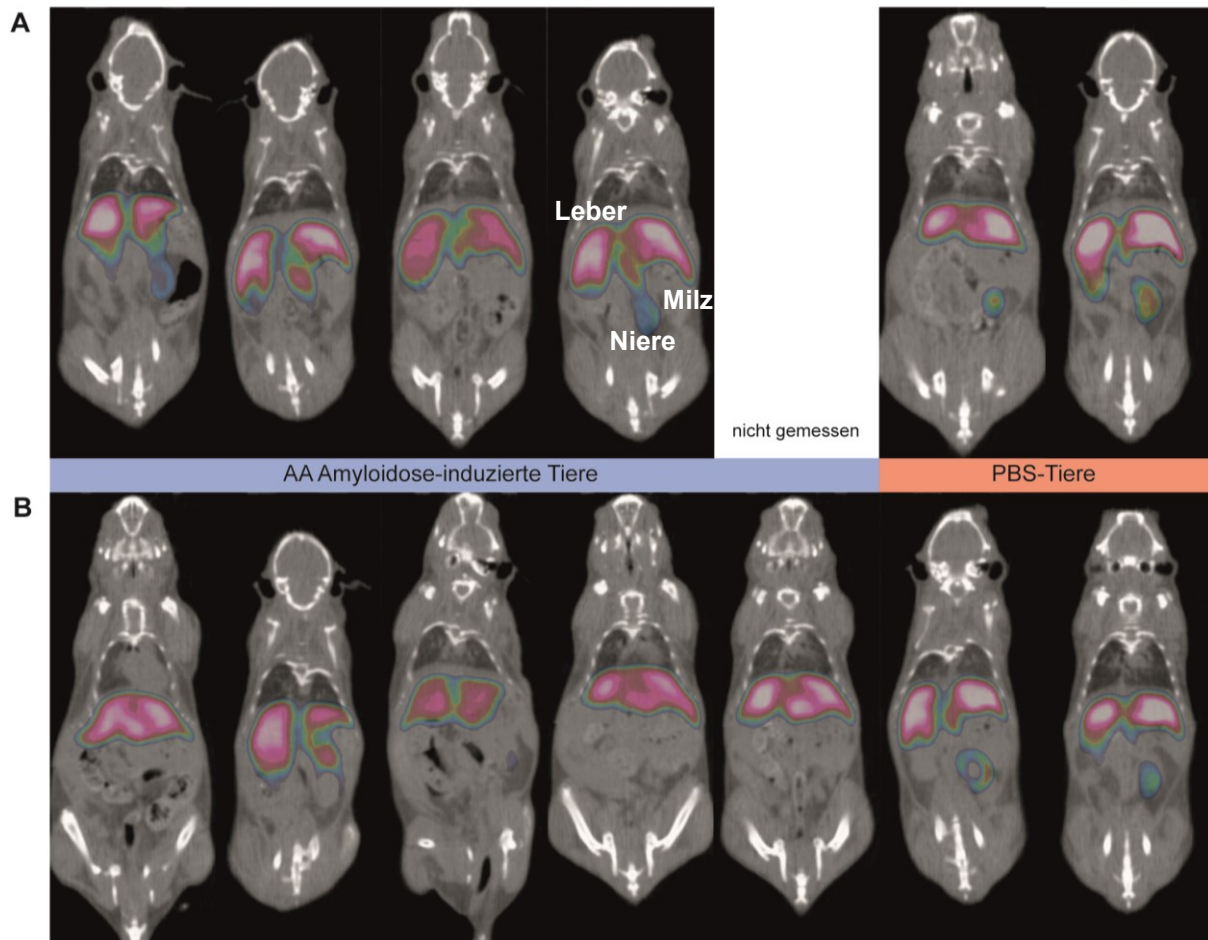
PET/CT-Messungen zur Darstellung der Verteilung des radioaktiven B10B10 in AA-Amyloidose-induzierten Mäusen und PBS-Mäusen. Den Tieren wurde mit ^{89}Zr -markierter B10B10 injiziert und zum Zeitpunkt 24 h (A) und 48 h (B) p.i. vermessen. Es konnten keine deutlichen Unterschiede zwischen den Versuchsgruppen hinsichtlich der Aufnahme des Antikörpers in Leber und Milz beobachtet werden. Lediglich bei der Aufnahme in die Niere wiesen die PBS-Tiere ein leicht erhöhtes Messsignal auf.
